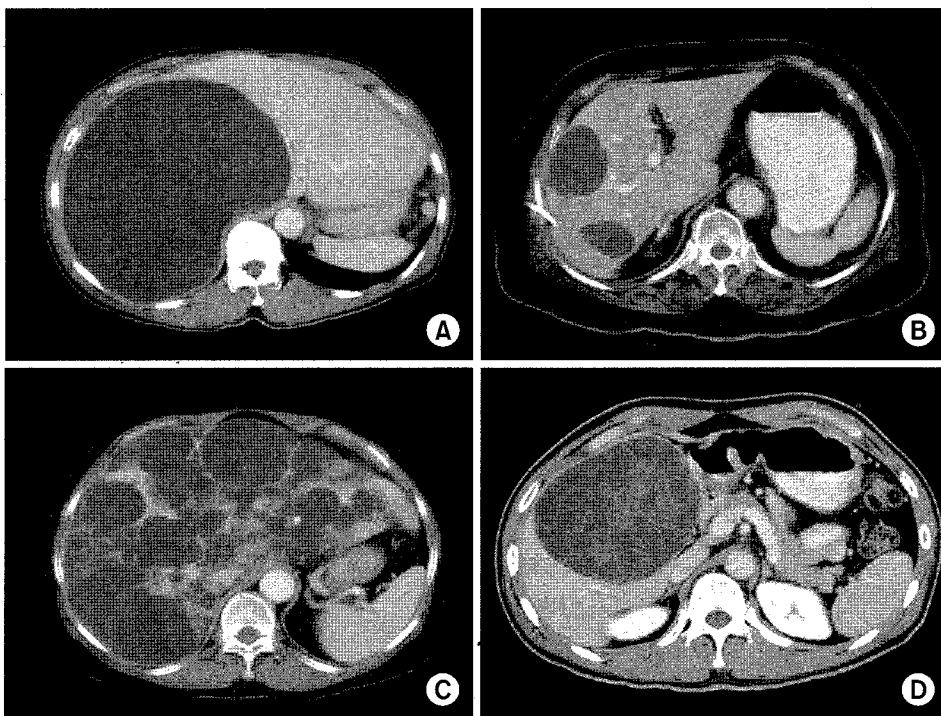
Representative computed tomography scans. (A) Single simple cyst, (B) Multiple simple cyst, (C) Polycystic liver disease (PCLD), (D) Biliary cystadenoma.
